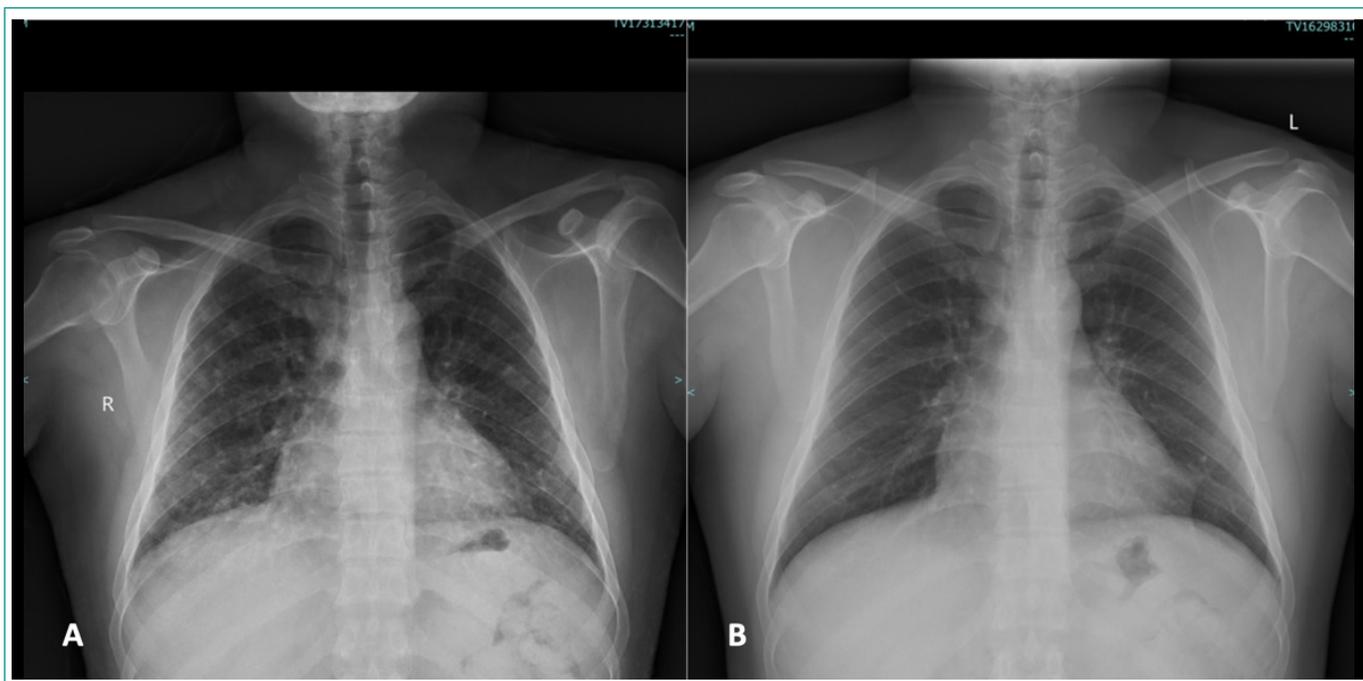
(A). Radiografía de tórax con infiltrados intersticiales bilaterales difusos. (B) Radiografía de tórax realizada dos meses antes.
